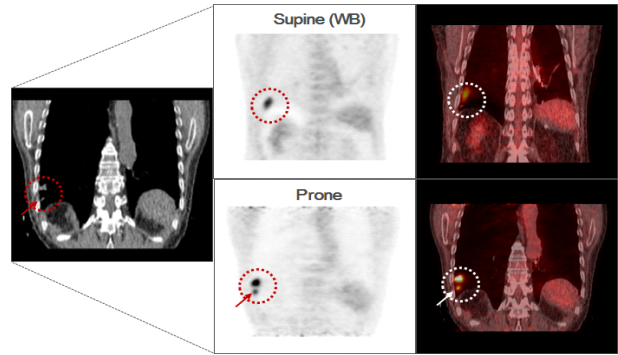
In 2 patient, lesions that were not detected due to respiratory artifacts in the supine PET images were detected in prone PET images.
